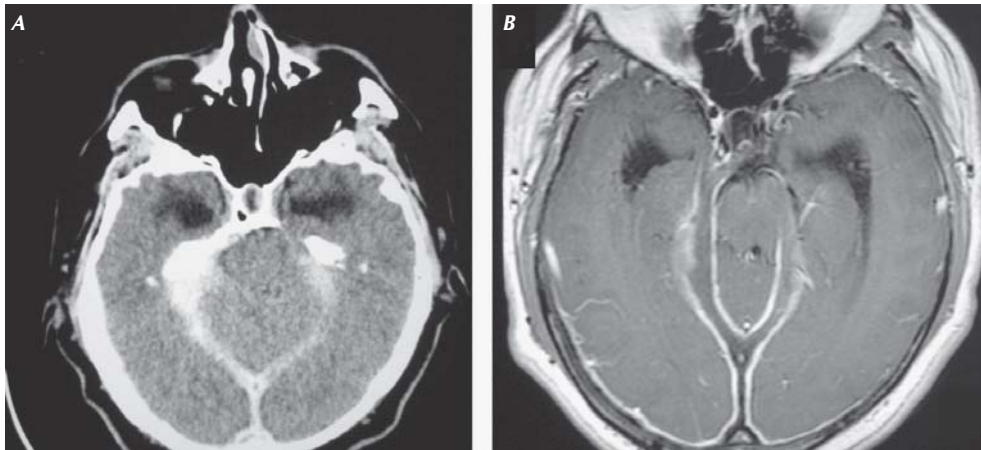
Hombre de 29 años de edad, con diagnóstico de granulomatosis de Wegener, se presentó con crisis convulsivas sin afectación de nervios craneales. Recibió tratamiento esteroideo y ciclofosfamida: A. Tomografía de cráneo simple con hiperdensidad espontánea de tienda del cerebelo. B. IRM T1 + gadolinio axial con realce difuso de meninges, de predominio posterior.
